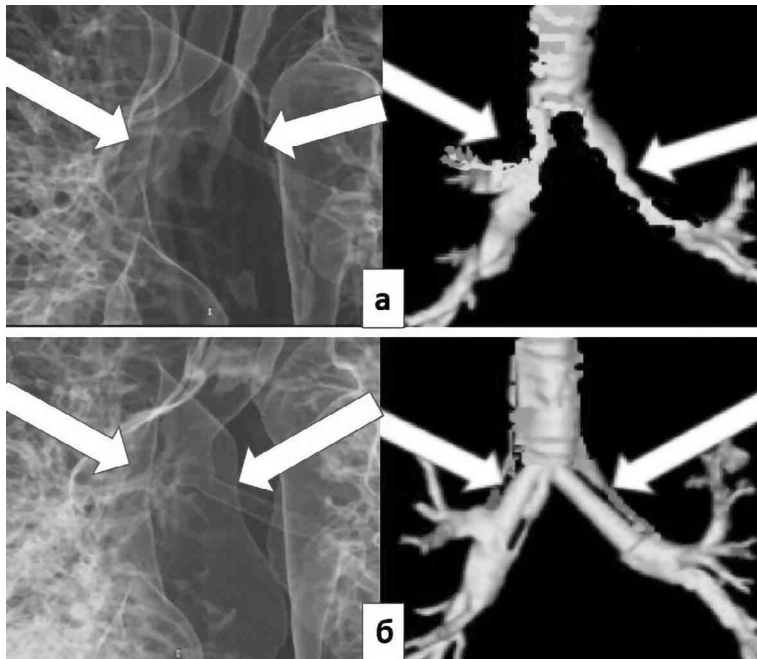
Постпроцессинговая обработка данных компьютерной томографии органов грудной полости (3D-реконструкция) пациента. *а* — при поступлении в стационар (23.04.2020 г.); *б* — при выписке из стационара (23.05.2020 г.).
